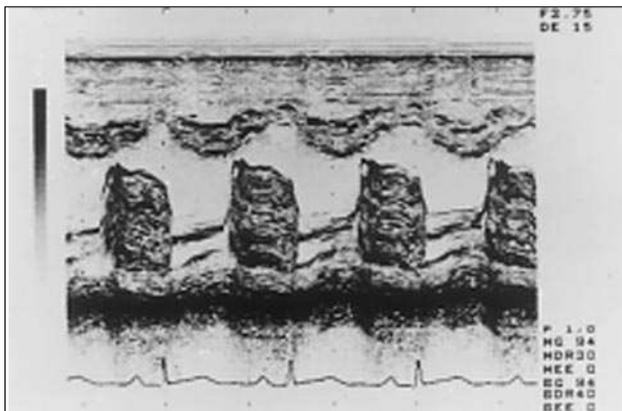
Ecocardiograma en modo M en un paciente con mixoma de la aurícula izquierda. Obsérvese la banda de ecos entre la valva septal y valva posterior de la mitral, característica de mixoma de la aurícula izquierda.
